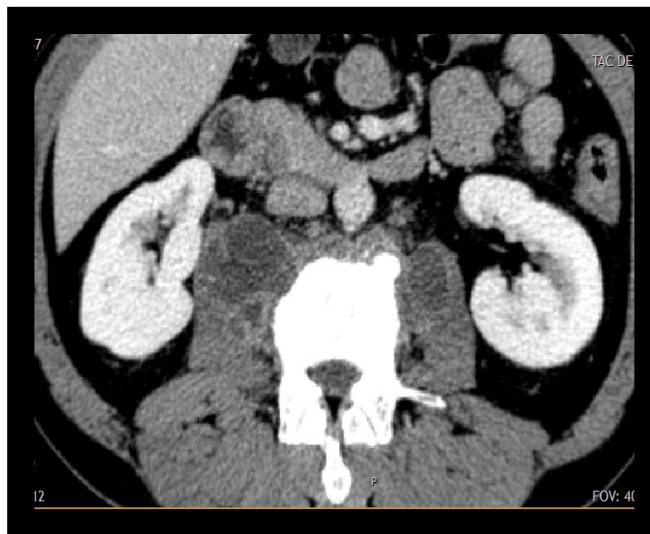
TAC con contraste EV. Corte axial a nivel de L1-L2. Tóмоgrafo Phillips Hospital Hermanos Ameijeiras.
